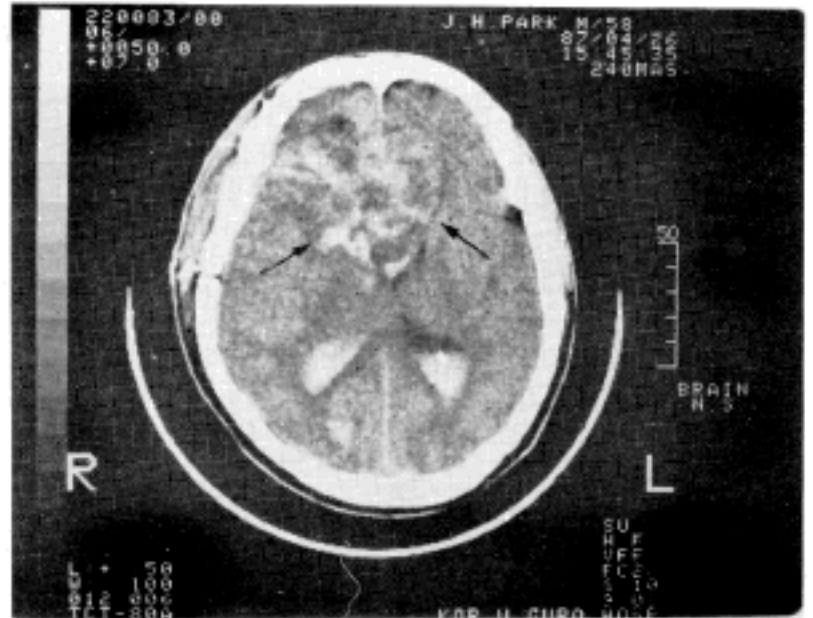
CT scan of the case 2 shows enhanced irregularly margined hypodense shadow at the occipital and temporal lobe of the brain.
